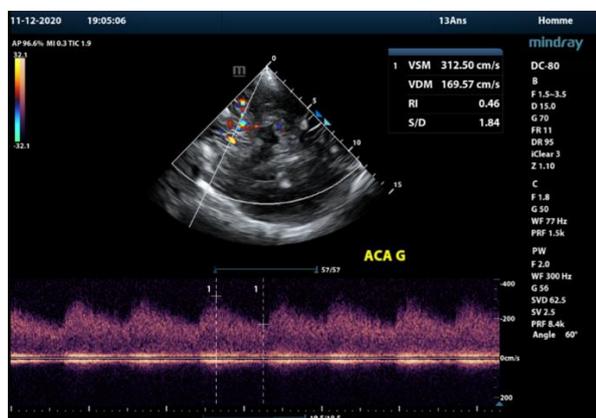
image échodoppler transcrânien par fenêtre temporelle gauche. Exorotation de l'ACAG. Vitesse systolique moyenne égale à 312 cm/s.
